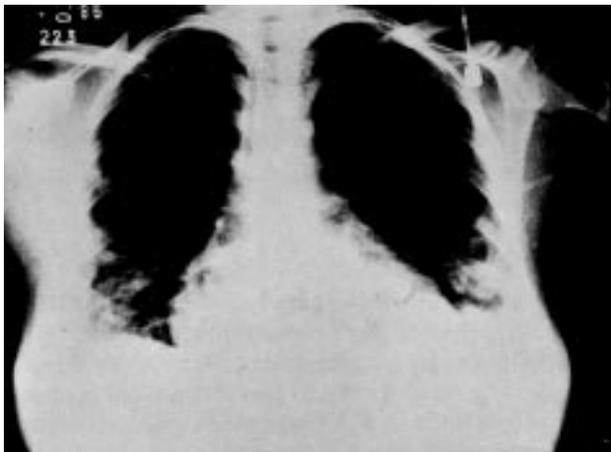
Radiografia do tórax demonstrando formações cavitárias em bases pulmonares e derrame pleural à direita.
